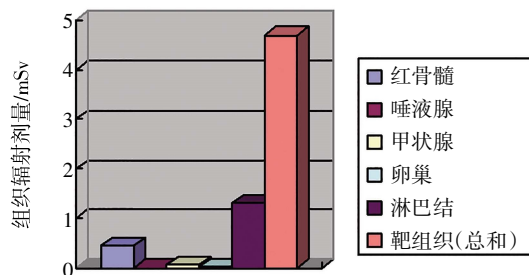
一例 73 岁女性腹部 CT 平扫器官与组织辐射剂量图
